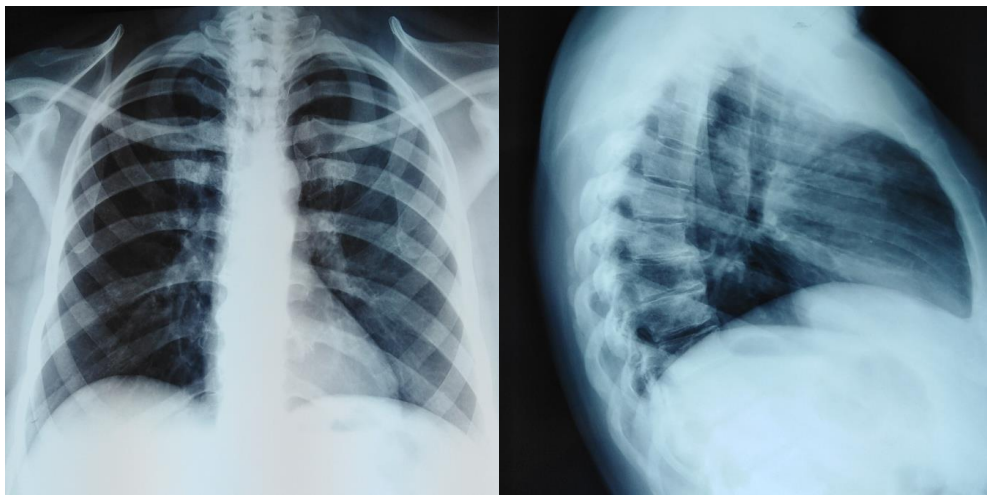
radiographie pulmonaire de face et de profil du patient n°03
